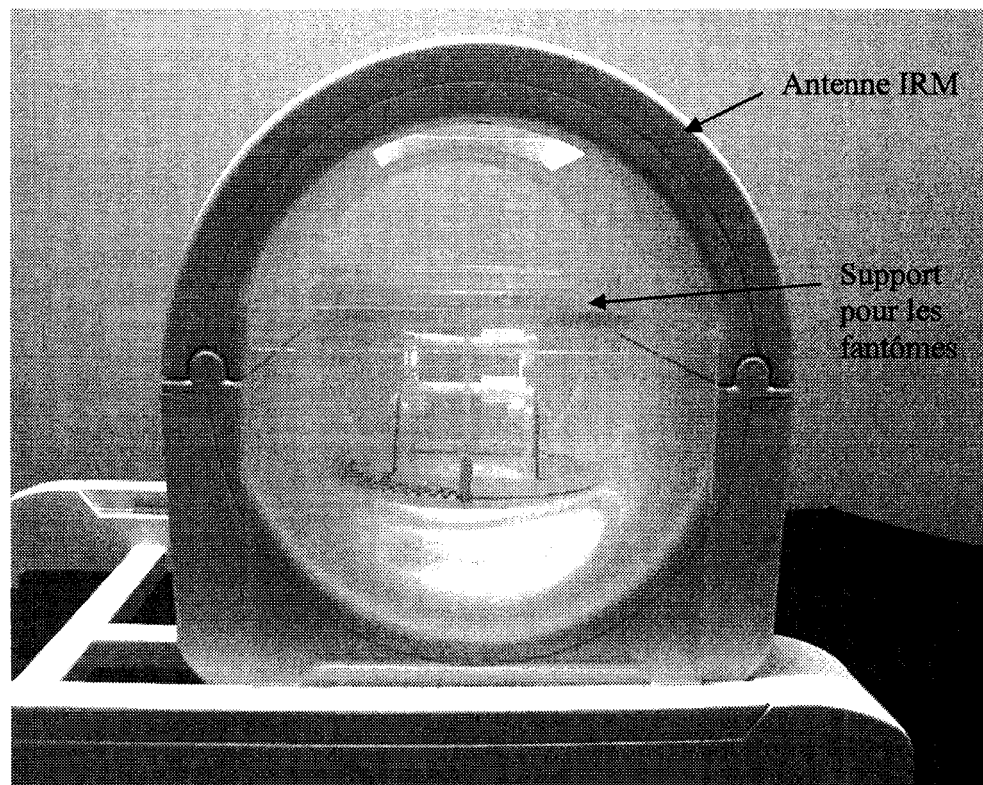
Support placé dans l'antenne IRM.
